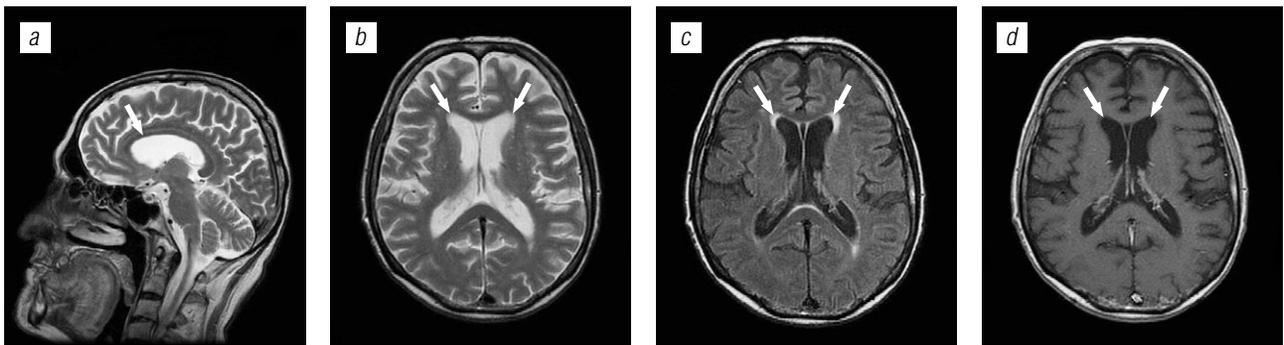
ВИЧ-энцефалопатия: *a, b* — T2 ВИ; *c* — FLAIR; *d* — T1 ВИ с контрастированием
